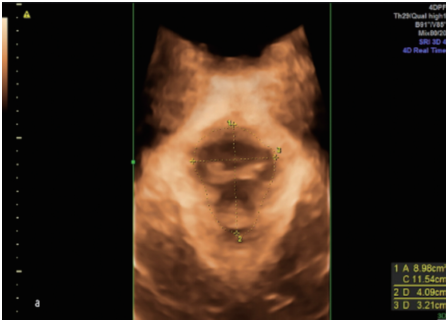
对照组 LHA 测量超声图(LHA 为 8.98 cm²)
